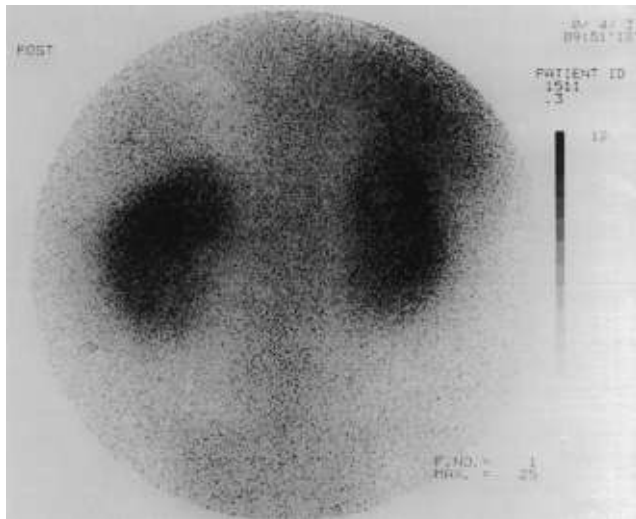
2. ⁶⁷Ga scintigraphy
